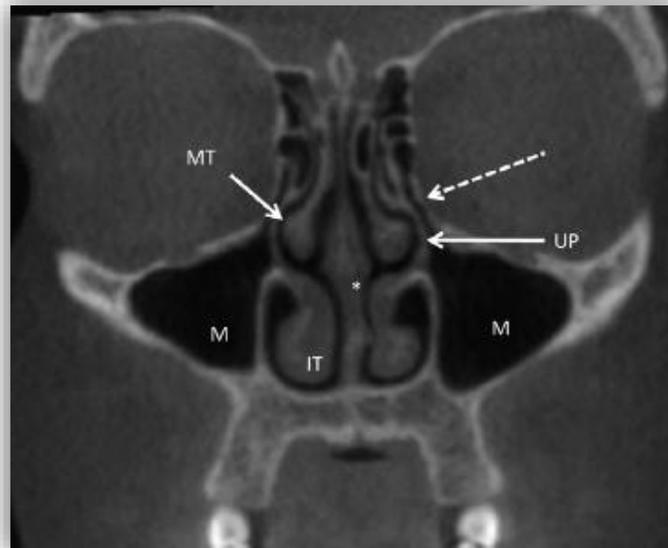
CBCT, corte coronal que muestra la cavidad nasal y los senos maxilares.¹¹
